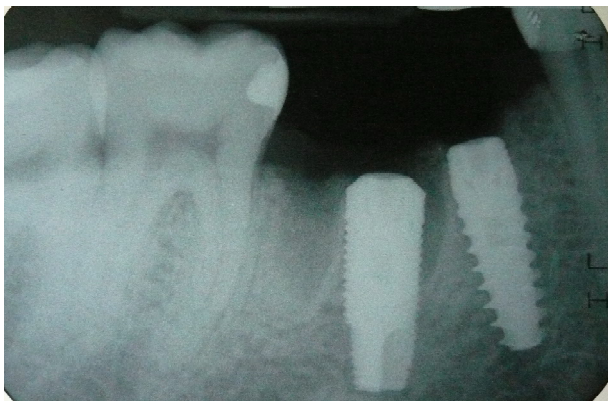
Контрольная прицельная рентгенограмма
